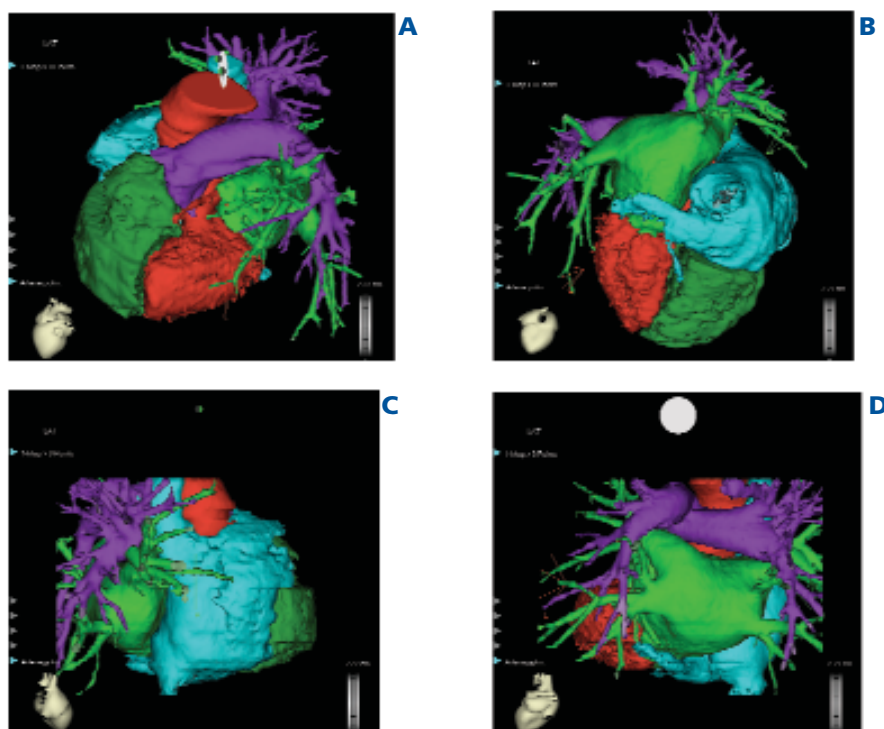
Diverse proiezioni di un'immagine TC di un cuore importata sul CARTO; (A) obliqua sinistra cranializzata; (B) caudale; (C) laterale destra; (D) posteroanteriore. Le diverse camere sono rappresentate con colori diversi: atrio sinistro (verde chiaro), atrio destro (azzurro), ventricolo destro (verde scuro), arterie polmonari (viola), ventricolo sinistro (rosso).
